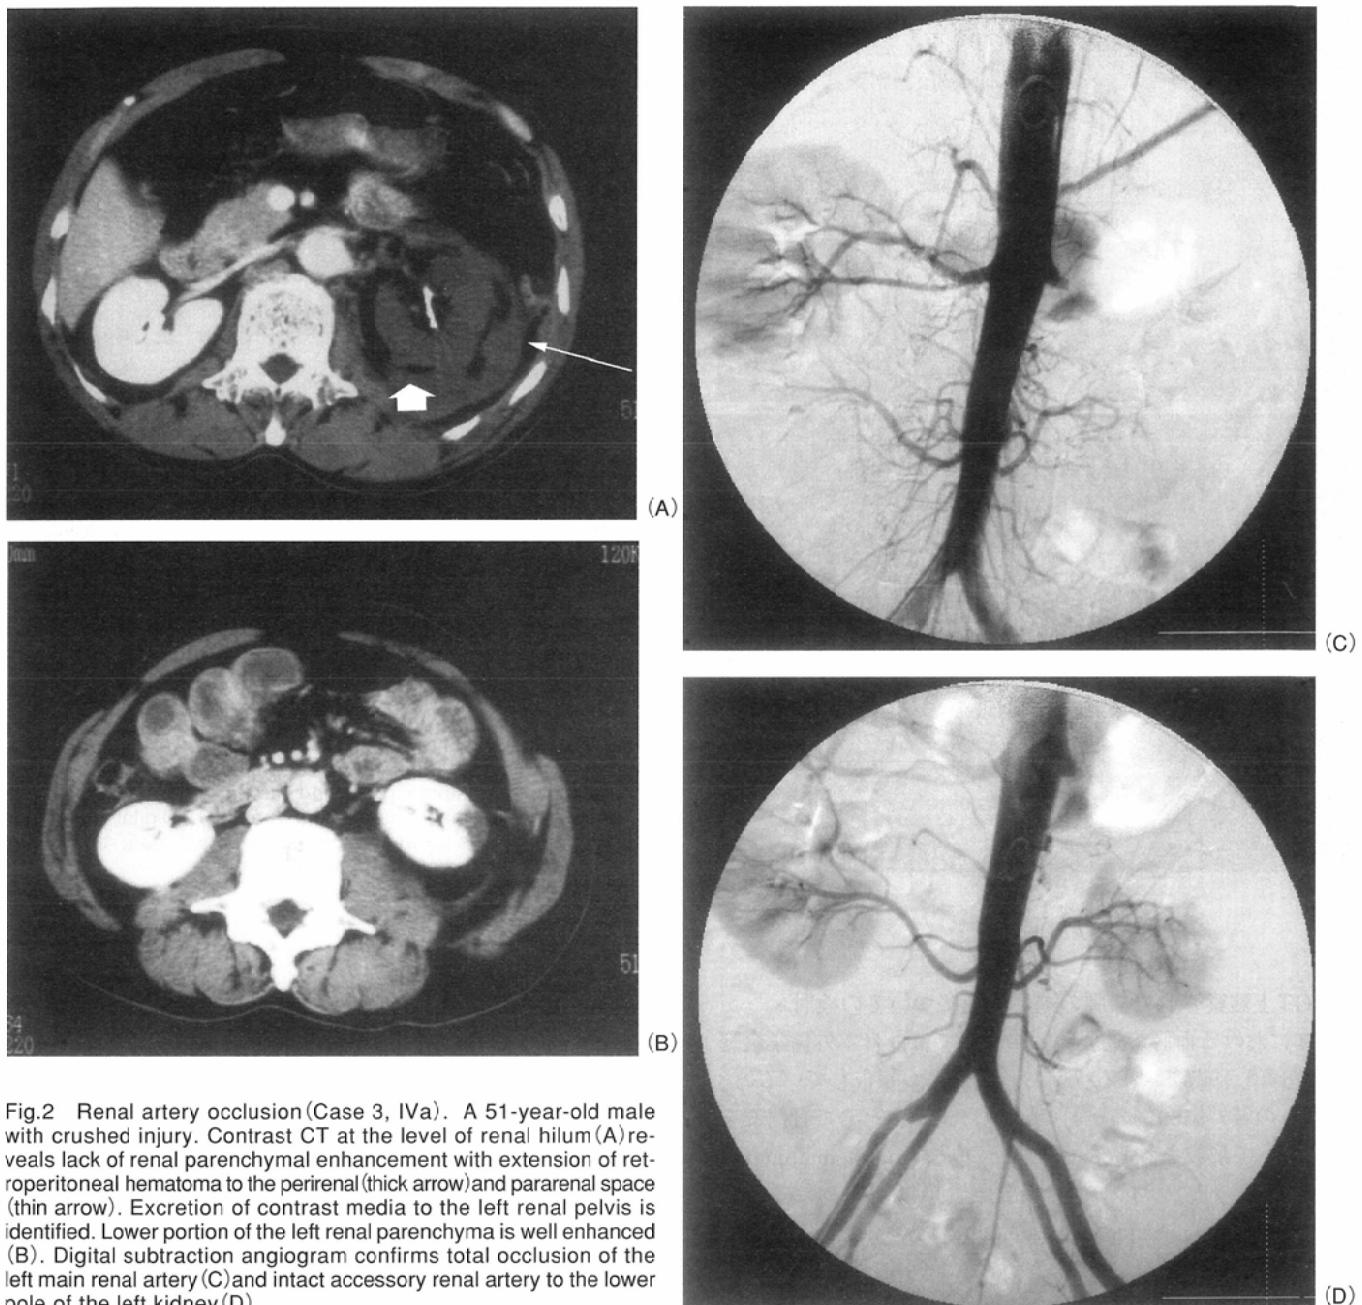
Renal artery occlusion (Case 3, IVa). A 51-year-old male with crushed injury. Contrast CT at the level of renal hilum (A) reveals lack of renal parenchymal enhancement with extension of retroperitoneal hematoma to the perirenal (thick arrow) and pararenal space (thin arrow). Excretion of contrast media to the left renal pelvis is identified. Lower portion of the left renal parenchyma is well enhanced (B). Digital subtraction angiogram confirms total occlusion of the left main renal artery (C) and intact accessory renal artery to the lower pole of the left kidney (D).
